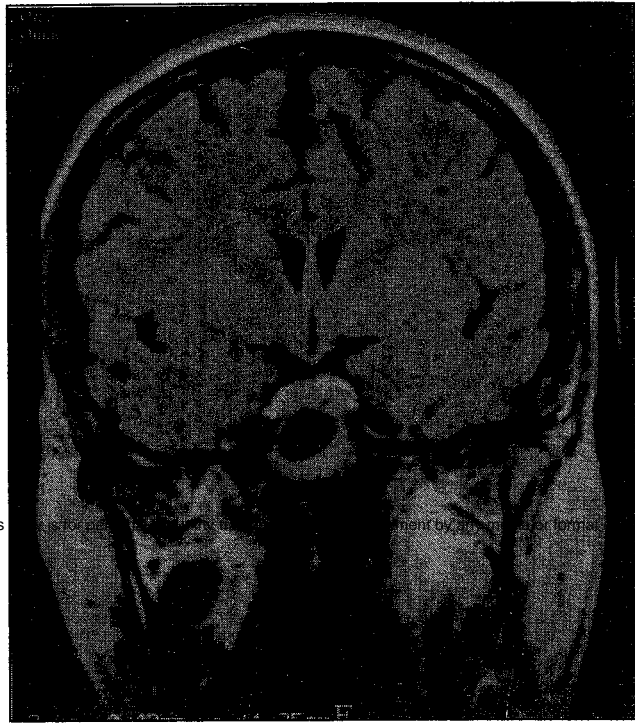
Resonancia magnética en fase T1 donde se observa en el lado izquierdo la imagen tubular hipointensa cortico-subcortical a nivel frontal posterior.
